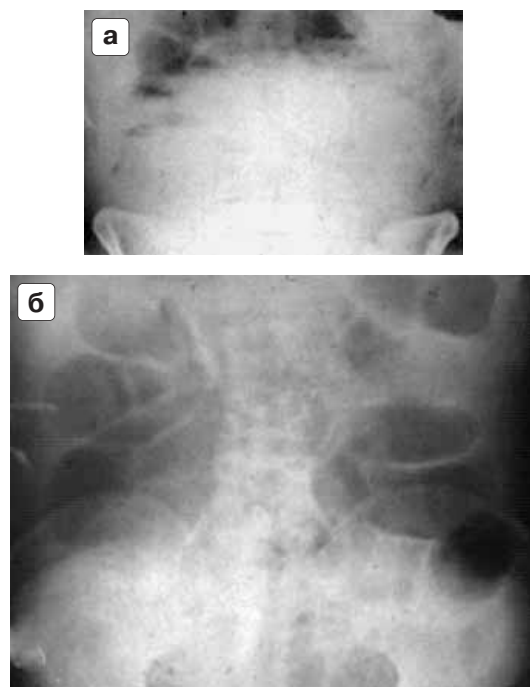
а – обзорная рентгенограмма брюшной полости. Вертикальное положение больного. Заворот всех петель тонкой кишки. По периферии брюшной полости определяются множественные горизонтальные уровни жидкости по типу “чаш” Клойбера. В центральной части брюшной полости пневматизированные петли отсутствуют. В толстой кишке газ не определяется. б – горизонтальное положение. Определяются множественные петли тонкой кишки, содержащие газ. Петли расположены наподобие радиусов, соединяющихся в центре. Просвет петель суживается по направлению к центру. Центральная часть брюшной полости на уровне позвоночника несколько затемнена.
